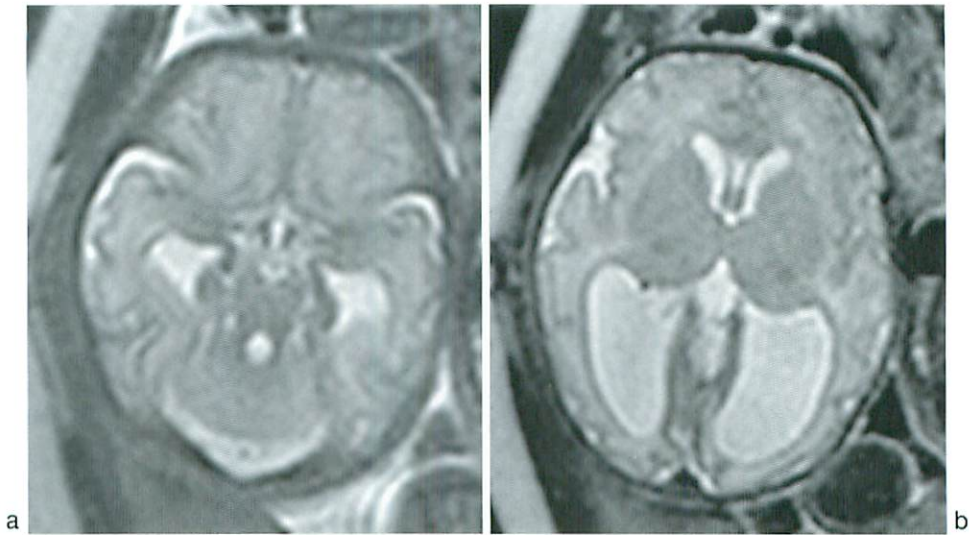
a : Prenatal MRI. Axial T2WI shows fusion of the cerebellar hemispheres without intervening vermis and fusion of the middle cerebellar peduncles and dentate nuclei. Note the deformity of the fourth ventricle, which appears to be diamond-shaped.
